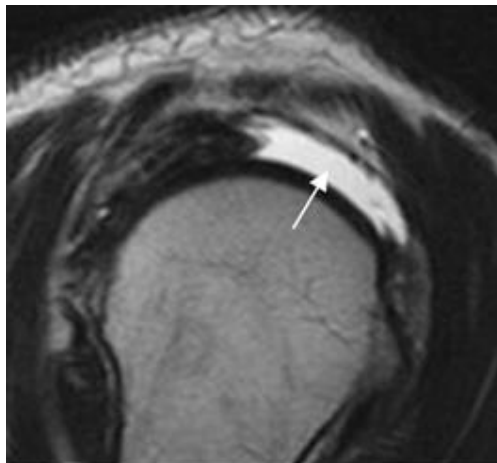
Rotura parcial del supraespinoso. A) RM coronal STIR
